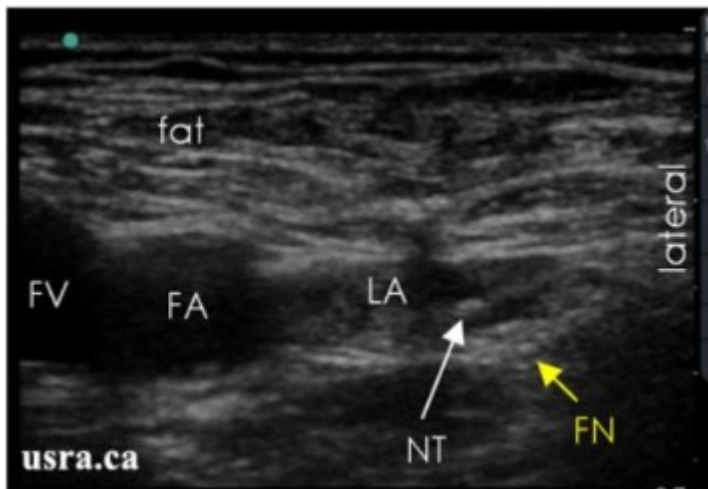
N.femoralis im Sonographischen Bild. FV: V.femoralis, FA: A.femoralis, LA: Lokalanästhetikum, NT: Nadelspitze, FN: N. femoralis (31)
